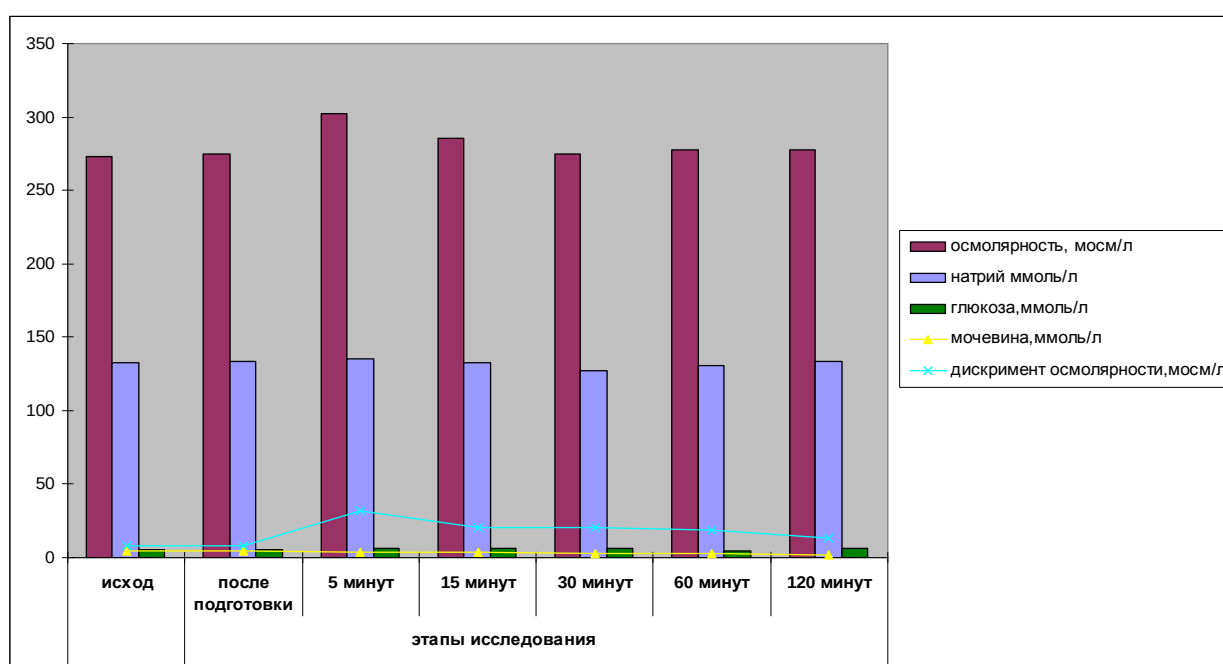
Динамика осмолярности плазмы крови и основных компонентов осмограммы у детей 2-й группы (исходная осмолярность в норме) во время ангиографических исследований на фоне корректирующей инфузионной терапии, n=24
